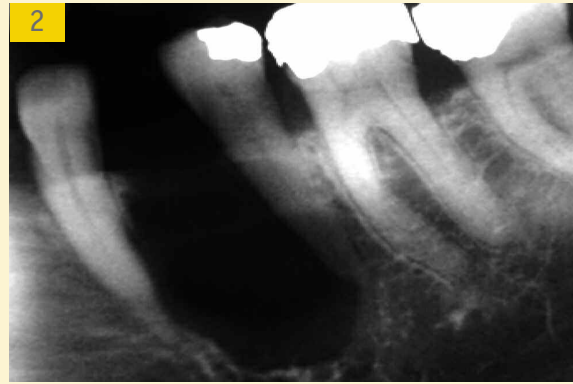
Image radiographique de la lésion située entre 33 et 35.
